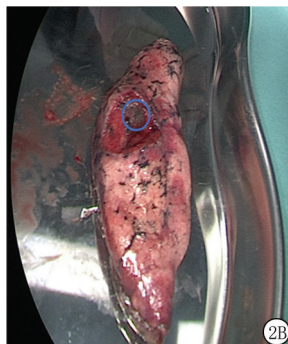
CT引导下术前弹簧圈定位的肺结节切除后效果图
